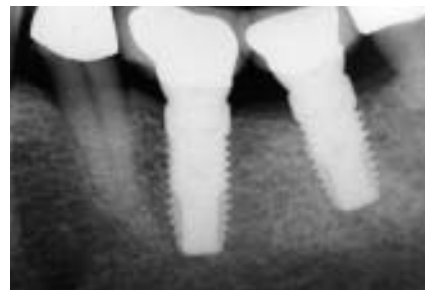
Face-Ansicht. – Abb. 14: Röntgenbild Abschlusskontrolle.
